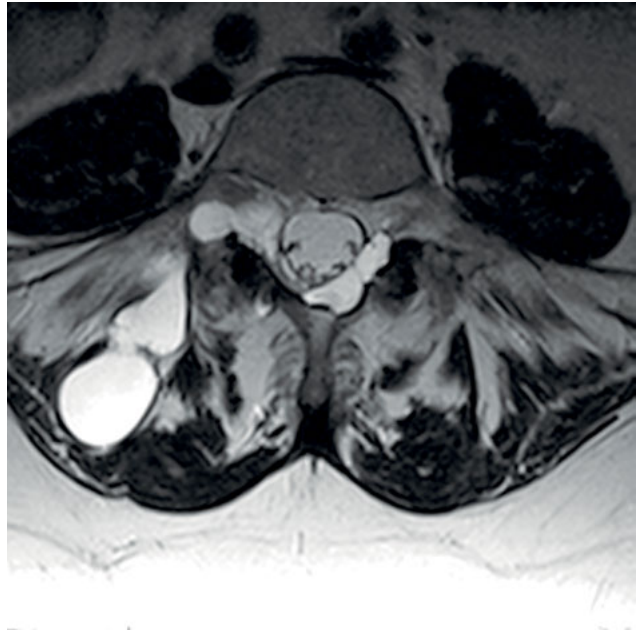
Axiales MRT T2. Intra- und extraspinalen Zysten bei einer 55 J. alten Patientin mit Überweisung zur Radiofrequenz-Denervation.
